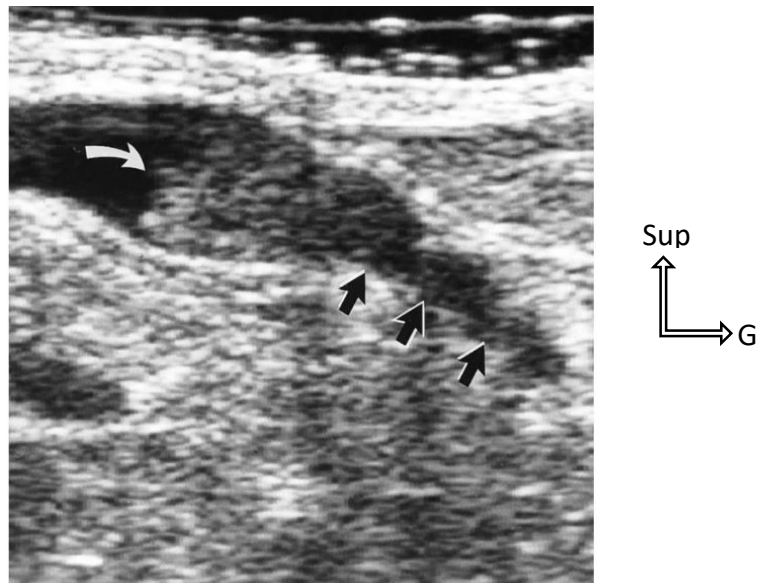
Image échographique du sein gauche montrant une structure hypoéchogène à l'intérieur du canal galactophore dilaté évocateur d'un papillome intra-canaire solitaire [39]
